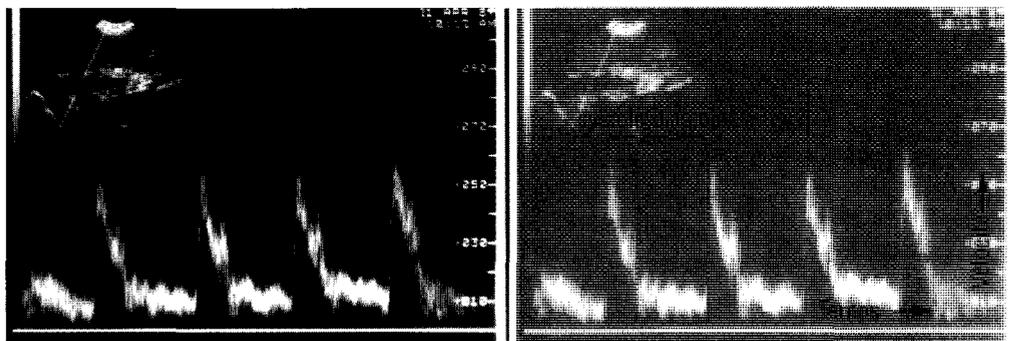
Doppler pulsé montrant le flux sanguin juste au dessus de la bifurcation aortique.
